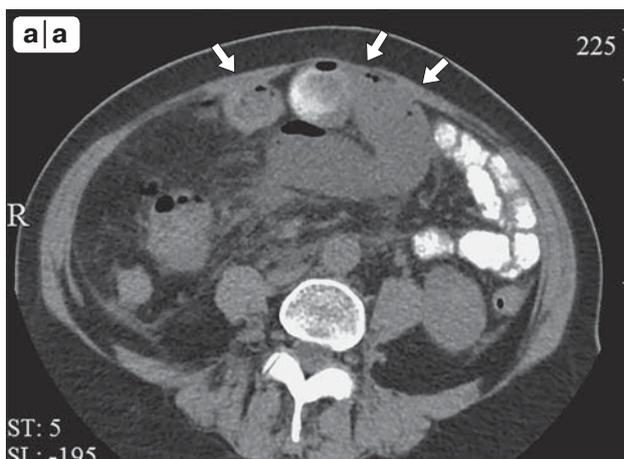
Пациентка N. а – КТ-картина ранней острой спаечной кишечной непроходимости через 14 дней после оперативного вмешательства по поводу гистерэктомии, стрелками указаны спайки тонкой кишки с передней брюшной стенкой; б – интраоперационное фото.
